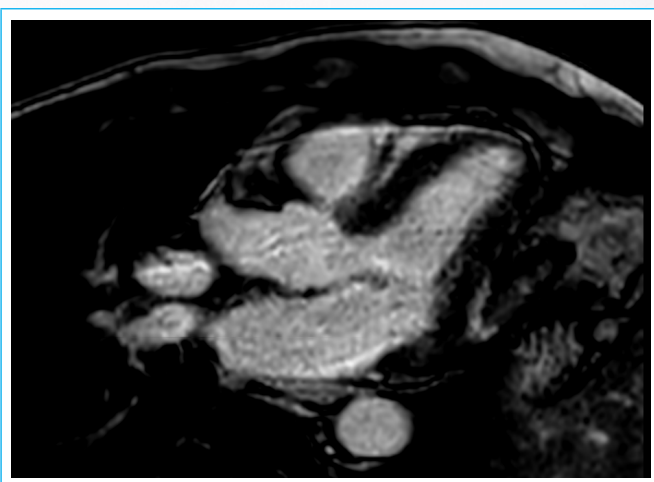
Resonancia magnética cardiaca. Secuencia IRTFE, eje largo, 10 minutos posterior a la administración de gadolinio: ausencia de realce tardío miocárdico, congruente con ausencia de necrosis significativa y/ o fibrosis precoz.
